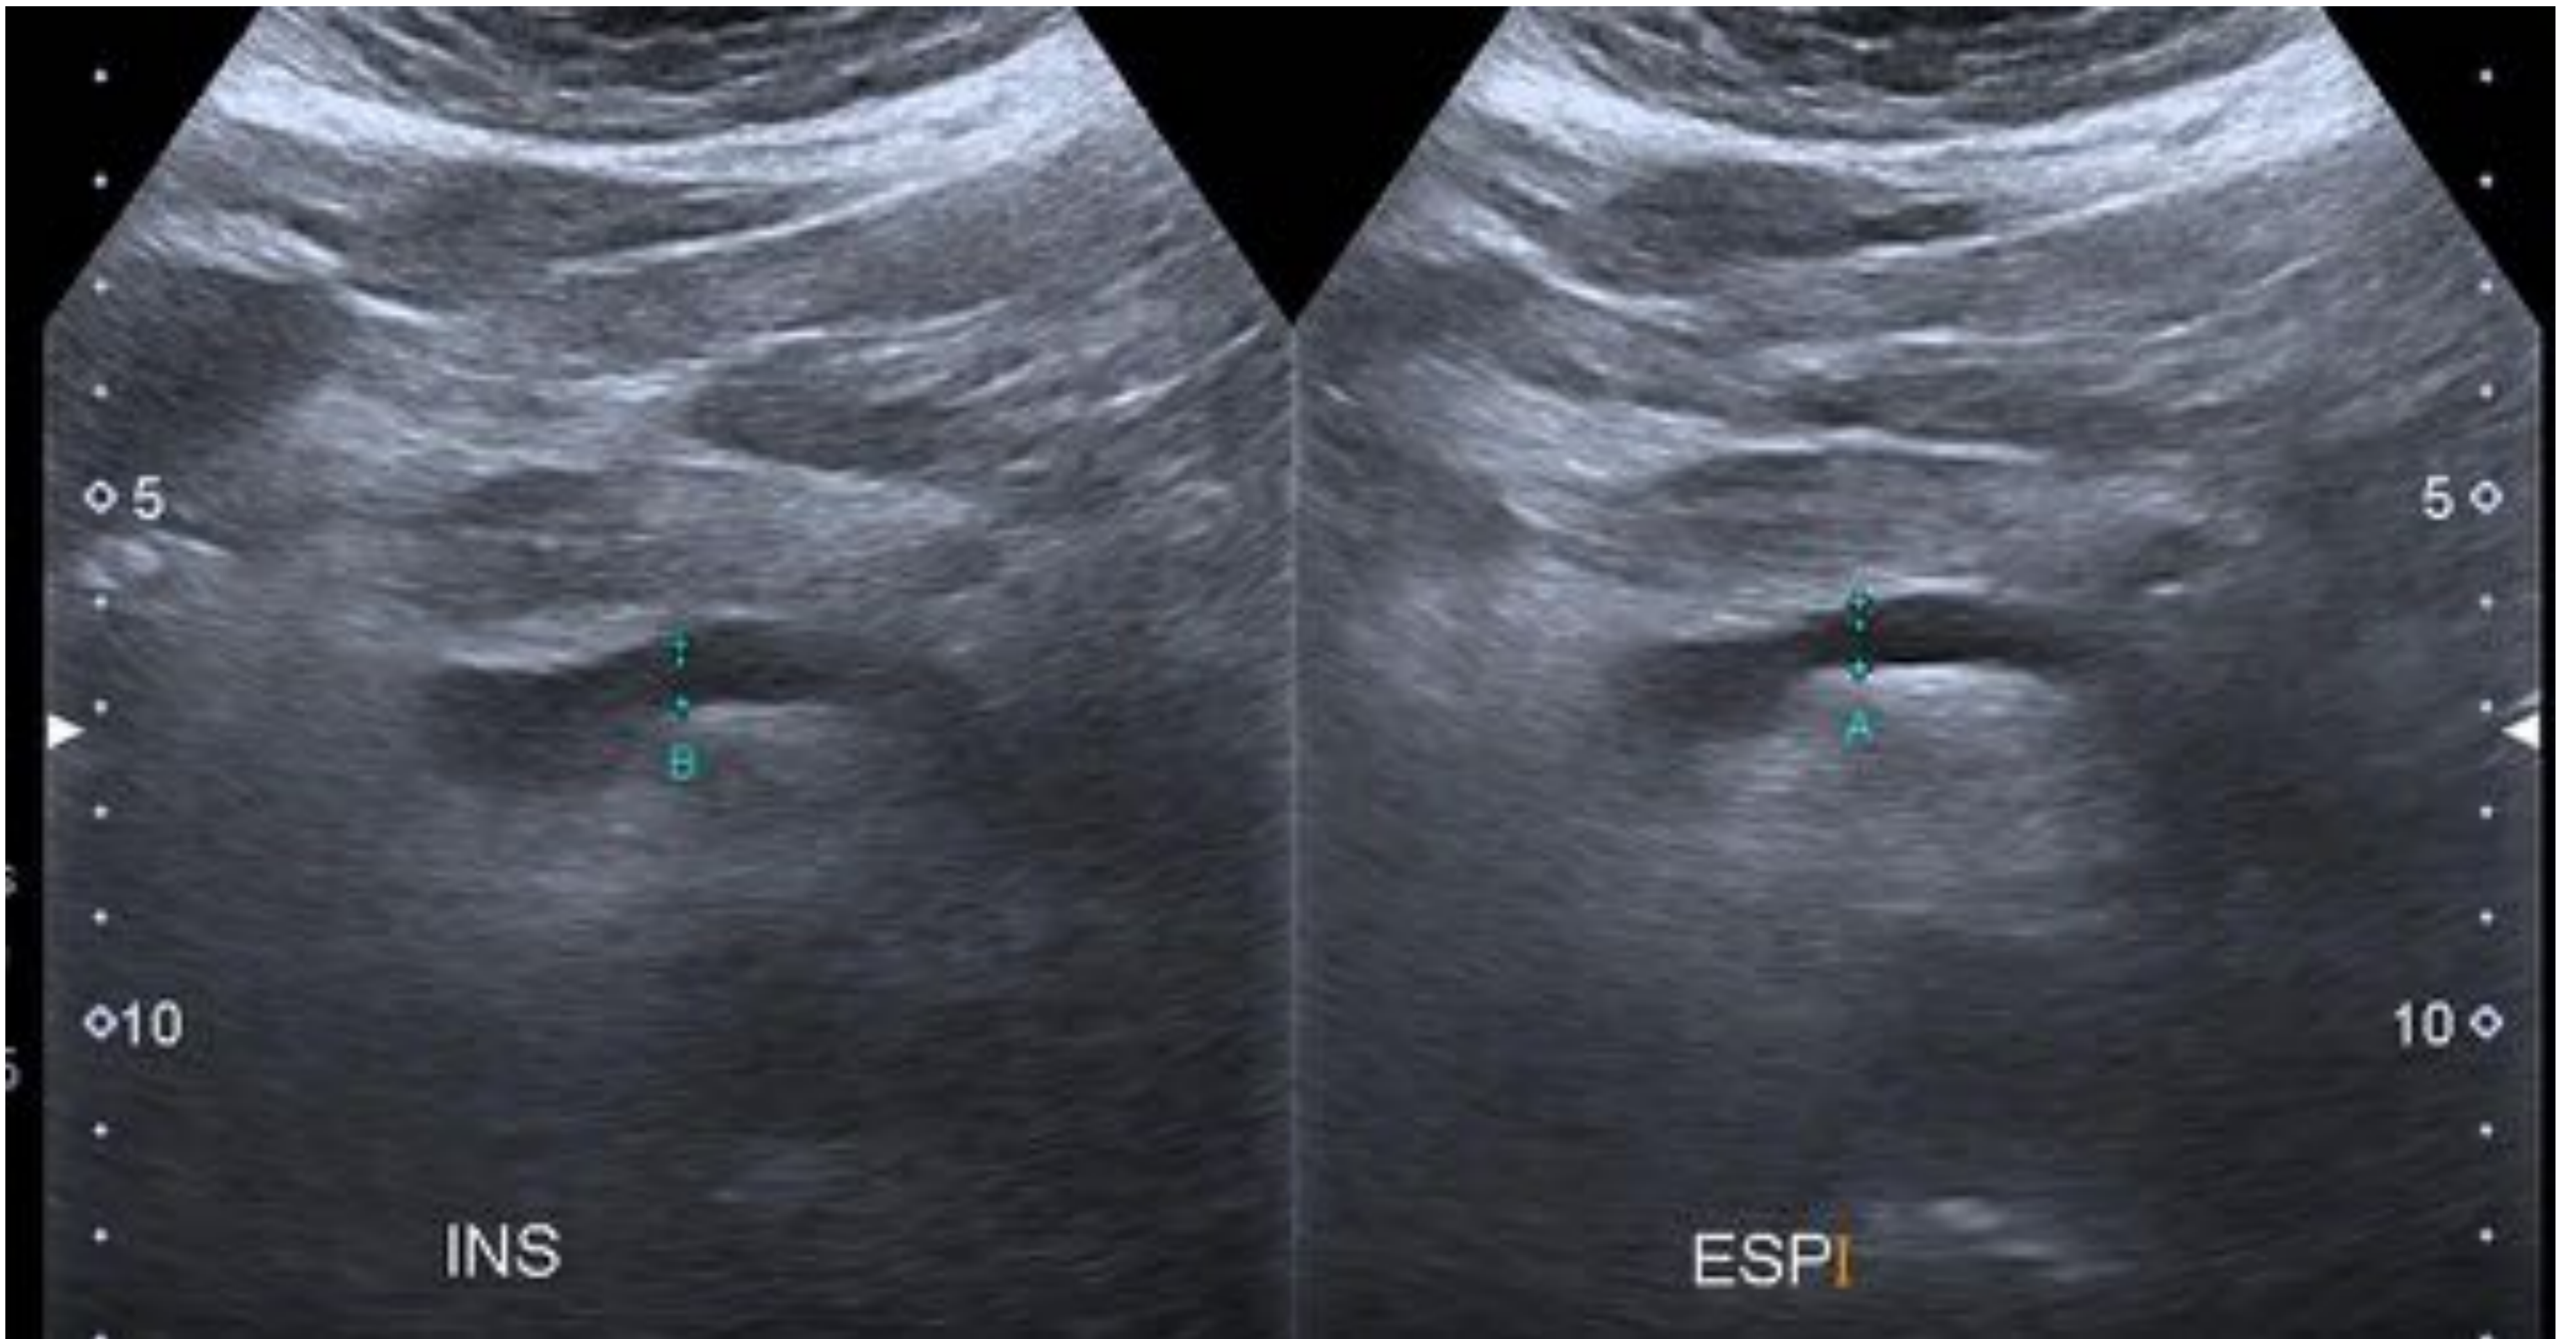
Ecografía abdominal en paciente con HTP. La vena porta está aumentada de tamaño. Se debe medir a nivel del hilio, preferentemente donde cruza la arteria hepática, de parte interior de la pared anterior a parte interior de la pared posterior y perpendicular al eje longitudinal. Radiología, HUMT – Barcelona.*
